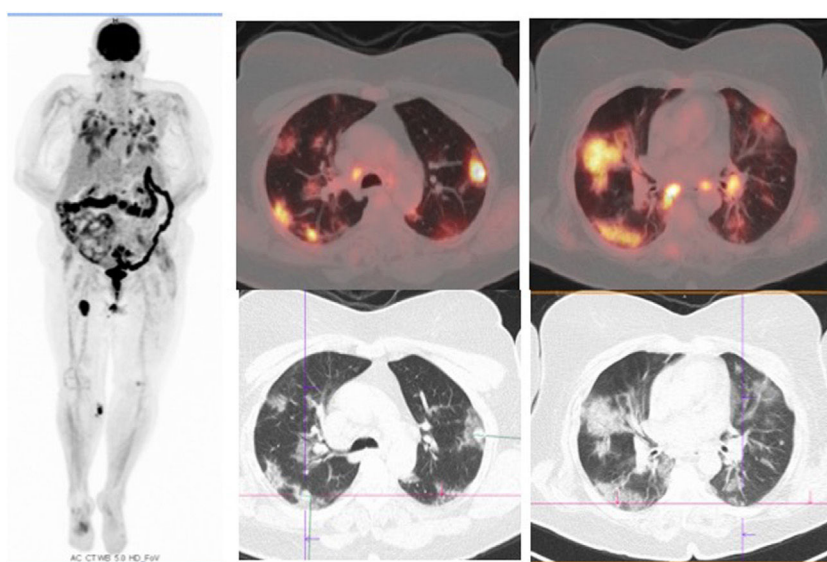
PET/TC. Imagen de cuerpo entero de alta intensidad. Imágenes axiales de fusión y de TC con algoritmo de reconstrucción de pulmón: infiltrados pulmonares parcheados, de aspecto subsólido con distribución aleatoria y difusa y aumento de la actividad metabólica de la FDG. Conjuntamente con los datos clínicos de la paciente, impresionan de origen infeccioso activo y muy probablemente en relación con neumonía vírica secundaria a COVID-19. Además, en la MIP se aprecian focos hipermetabólicos de aspecto nodular en rodilla derecha y región inguinal ipsilateral, en relación con adenopatías secundarias a su proceso oncológico de base.
